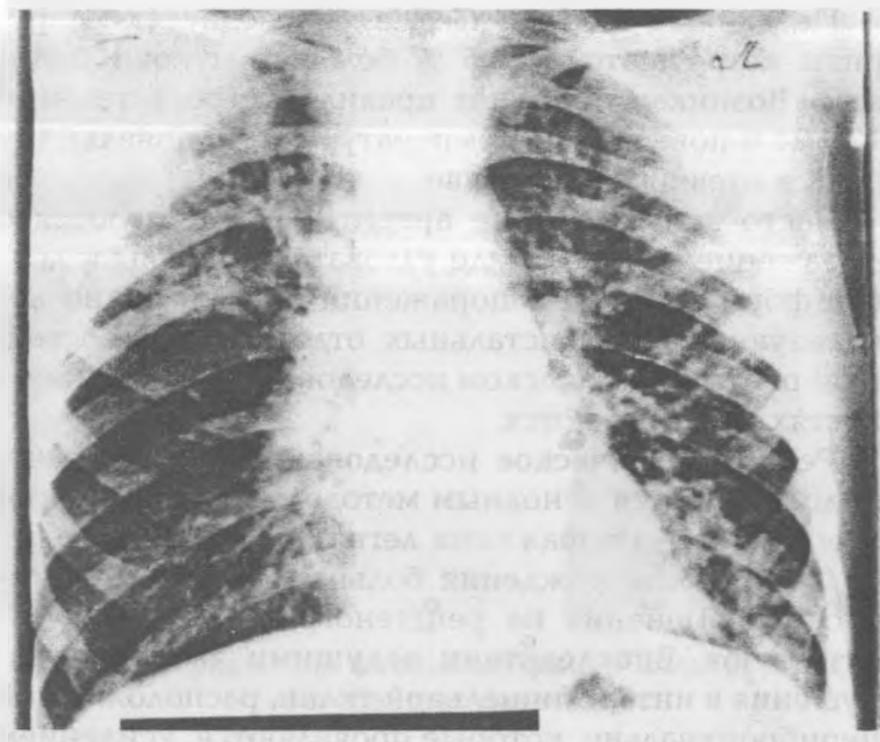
Рентгенологические изменения в легких при муковисцидозе: долевые ателектазы
